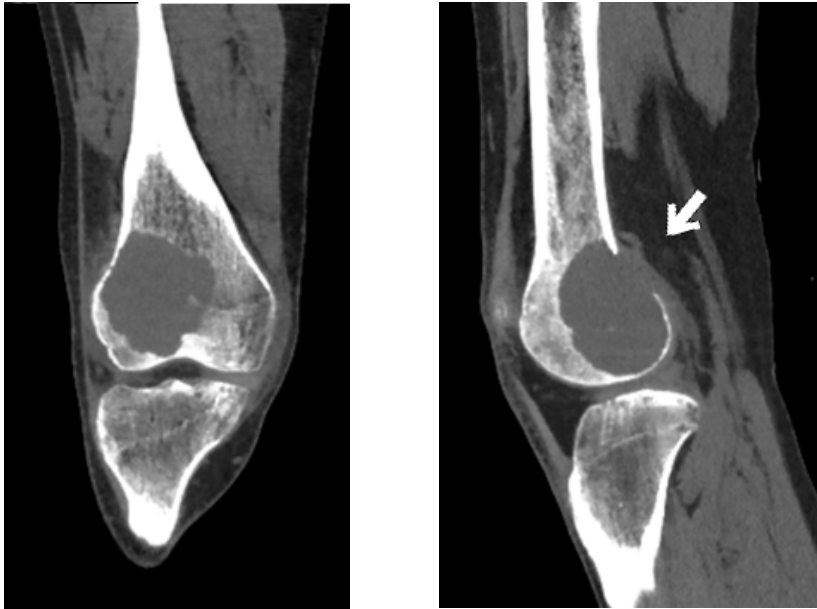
КТ правого коленного сустава прямая проекция (слева) и боковая (справа) проекциях. Гигантоклеточная опухоль наружного мыщелка бедренной кости с разрушением кортикального слоя и наличием «мягко-тканного» компонента опухоли – белая стрелка (оригинальный рисунок).
